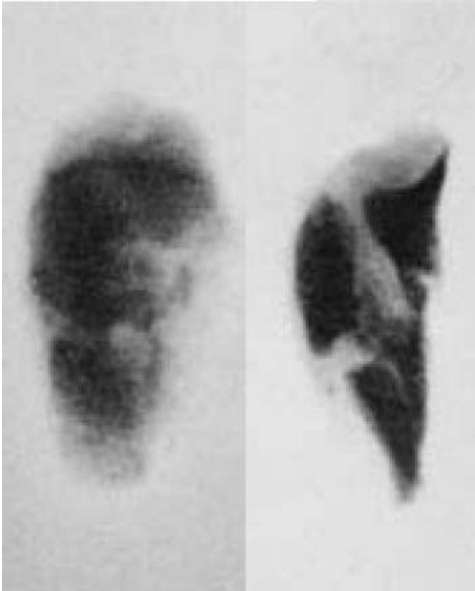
Рентгенограммы удаленных тканей больного Т.
